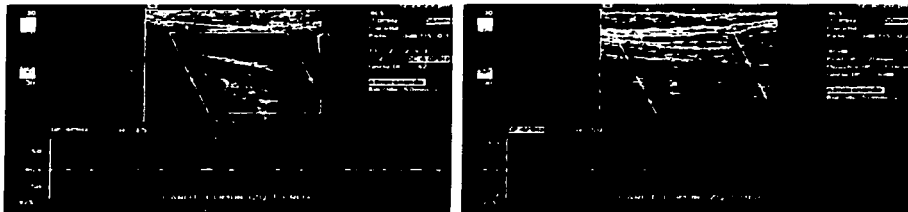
Imagen doppler pulsado en los diferentes segmentos de la arteria carótida común, en el análisis espectral existe ausencia de señal.
